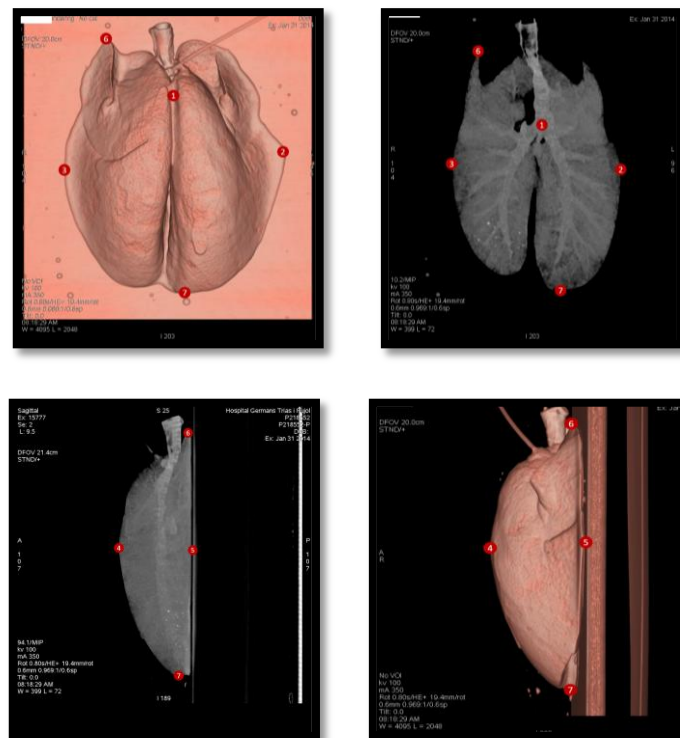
Registro TC multiplanar de las 7 coordenadas anatómicas
